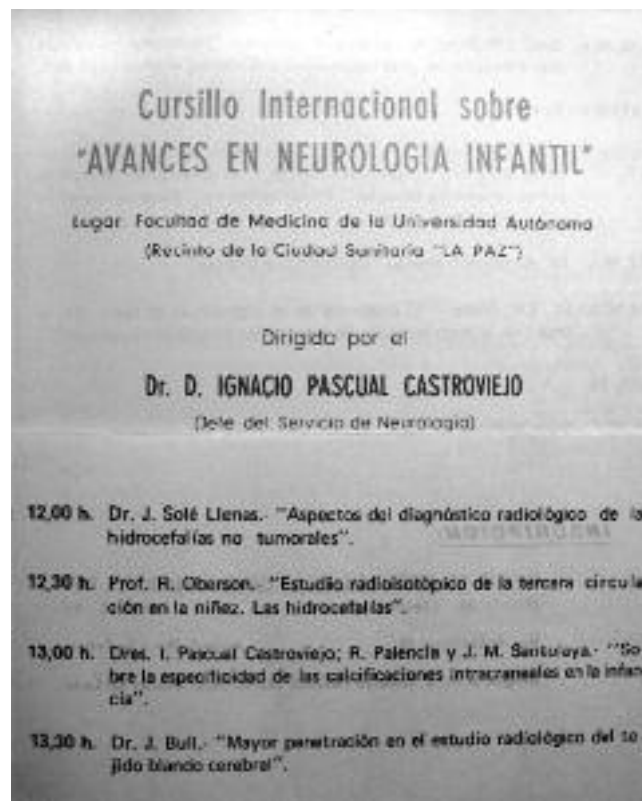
Anuncio del curso internacional celebrado en el Hospital La Paz en mayo de 1973 y de la conferencia del Dr. Bull en la que habló por primera vez en España de la TAC
